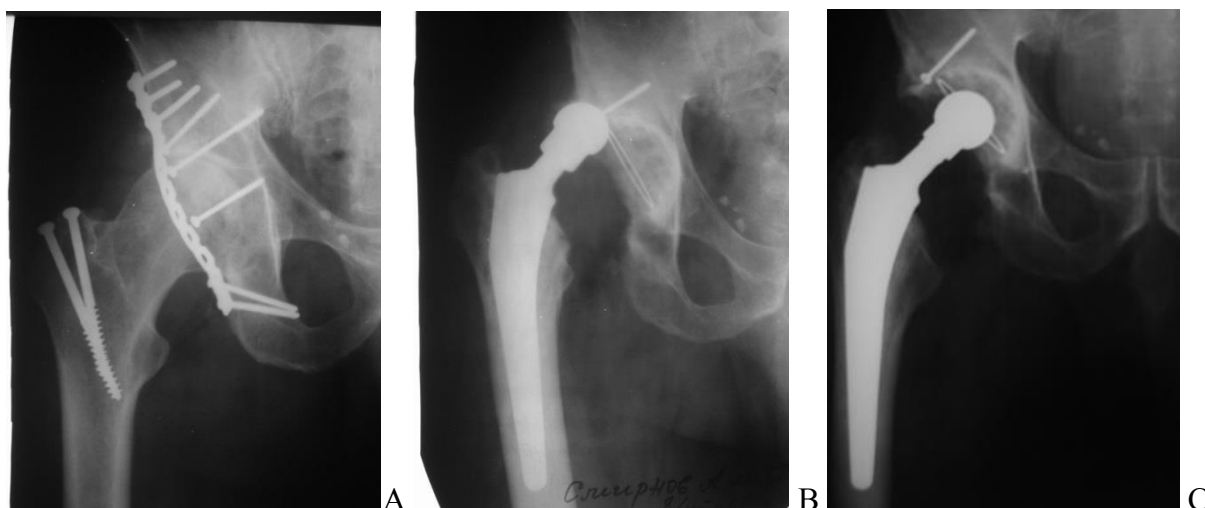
А. Рентгенограмма пациентки С., 54 лет. Правый тазобедренный сустав, состояние после остеосинтеза задней стенки вертлужной впадины. В. Эндопротез правого тазобедренного сустава, вывих эндопротеза. С. Рентгенограммы после открытого вправления. Произведена замена головки на головку с удлиненной шейкой.
